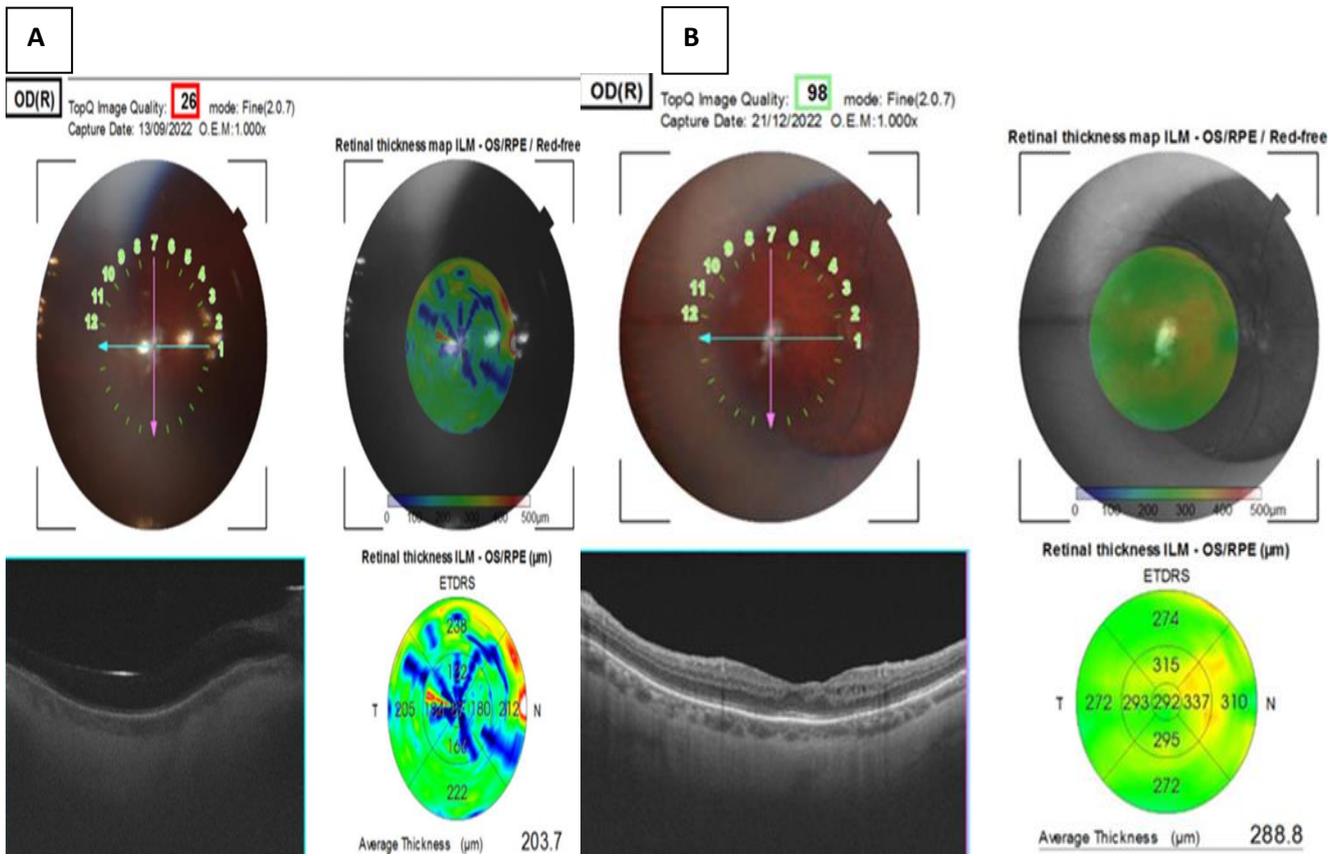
Images de la tomographie par cohérence optique d'un cas patient de 55ans, décollement de rétine total . A : Sous tamponnement par HS, B : Après 6mois du retrait d'HS
